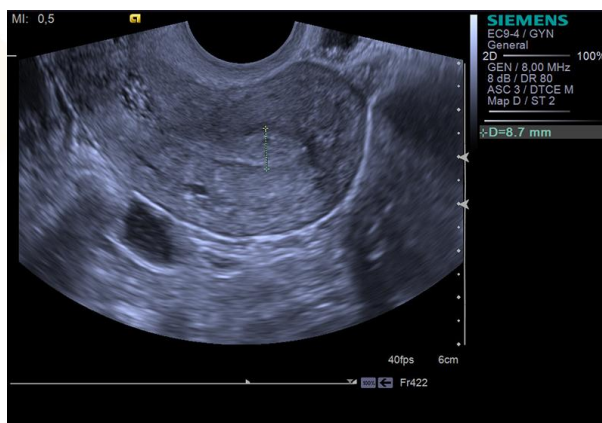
Результаты УЗИ, выполненного через 6 мес после миомэктомии на 6-й день менструального цикла.
